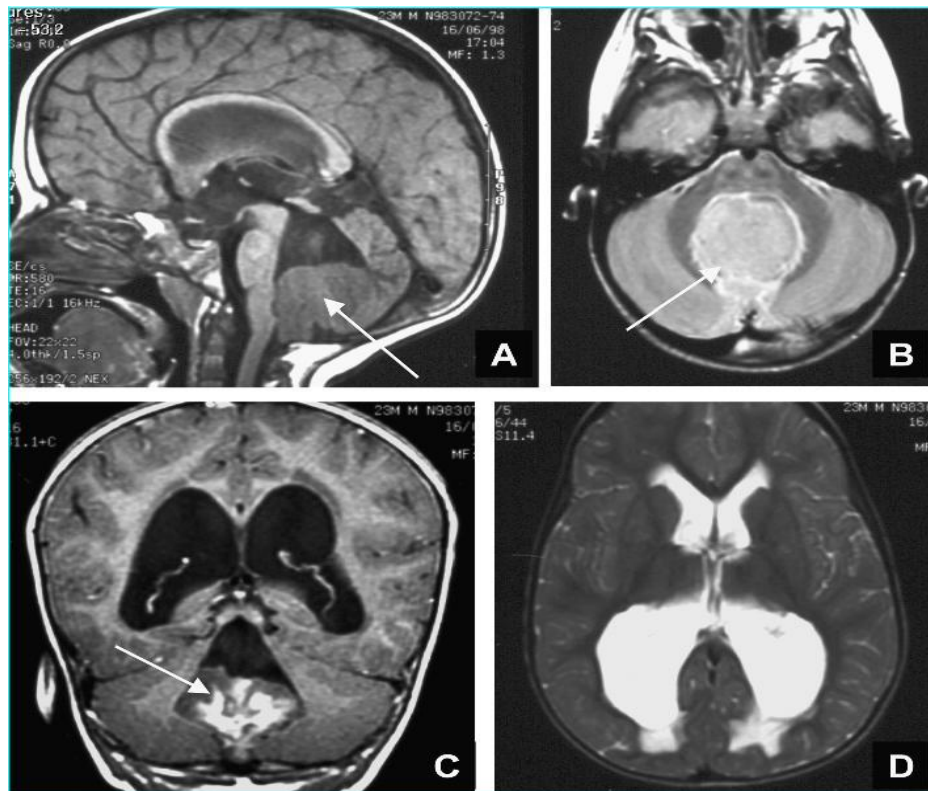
Séquence IRM sagittale pondérée en T1 (A), axiales T2 (B, D) et coronales
